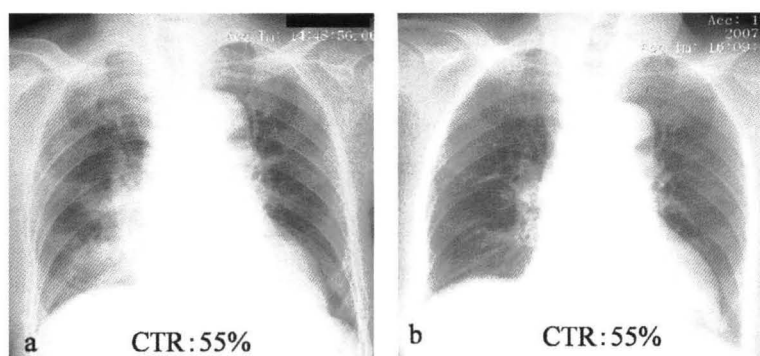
胸部X線画像 a:第1病日, b:第12病日
